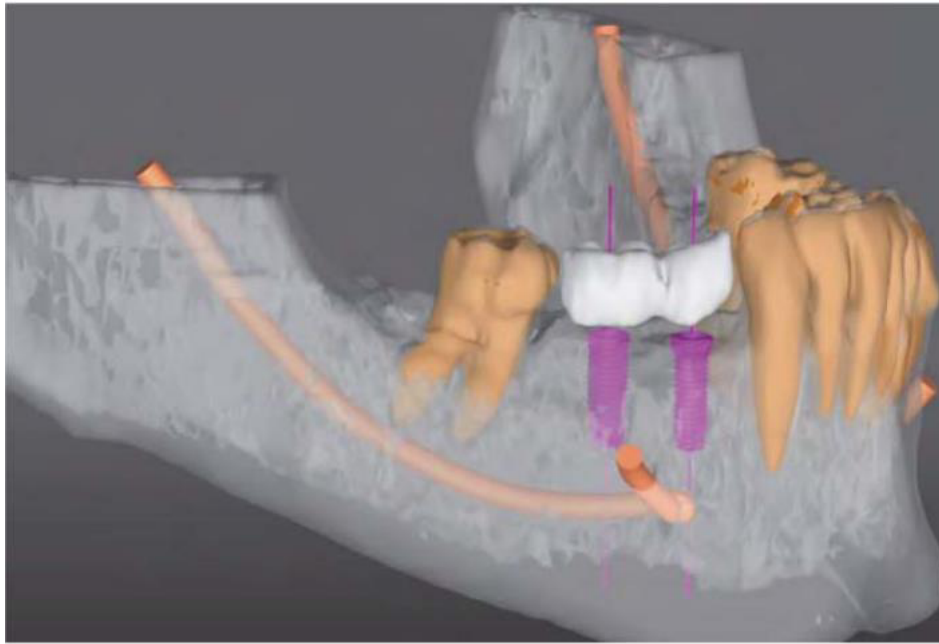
Exemple de planification virtuelle avec fichier CBCT
